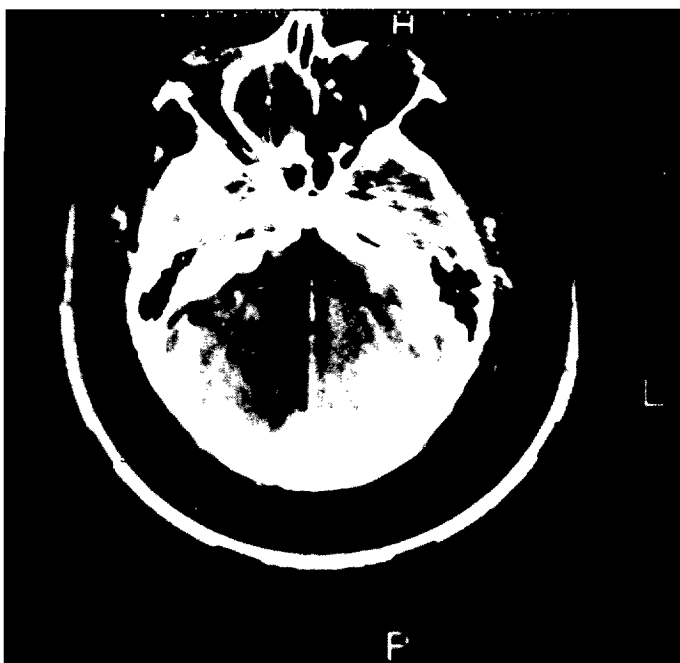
Imagen del TAC en que se visualiza el mucocele ocupando la casi totalidad de la órbita derecha. Nótese los artefactos a modo de radiaciones que emiten los cuerpos metálicos situados posteriormente a la tumoración.
